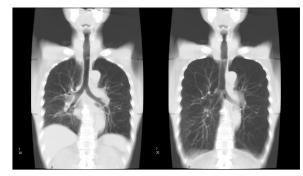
全肺呼吸動態CTによる冠状断MPR (呼気 位・吸気位)
